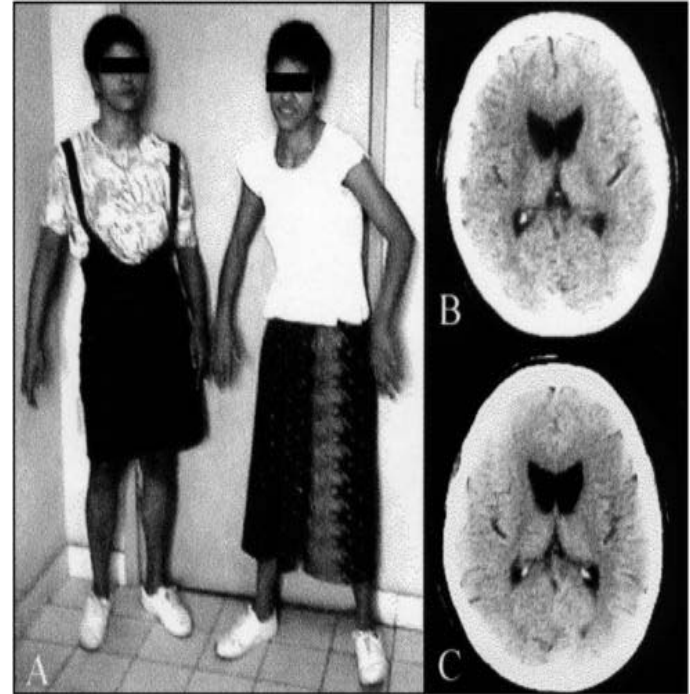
Phenotypically identical twins (A) and skull computed tomography showing head of caudate nucleus atrophy (B and C).
